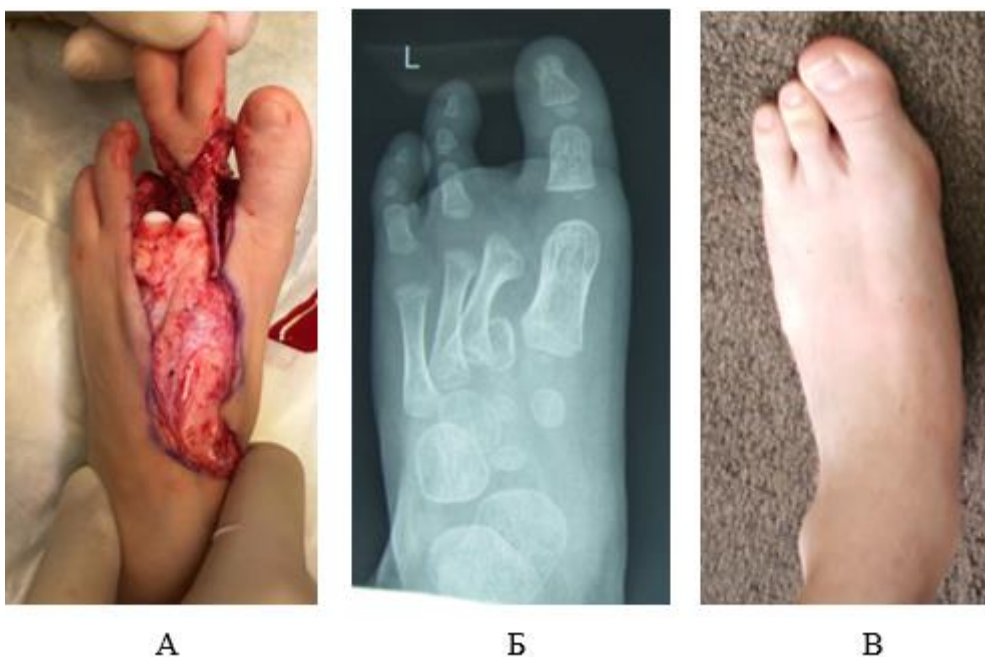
Заимствование блока 2–3-го пальцев стопы для пересадки на кисть: А) мобилизованный блок 2–3-го пальцев стопы на сосудистой ножке; Б) рентгенограмма; В) внешний вид стопы через 3 года после операции
